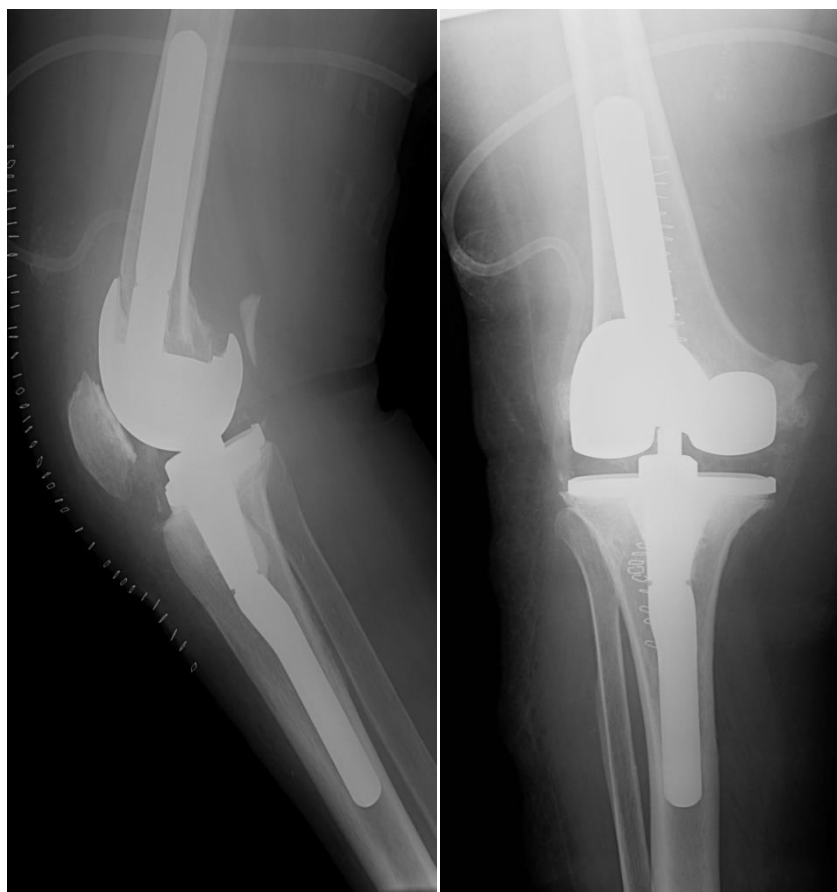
Рентгенологическая картина после 2го этапа пациентки С. Использован варус-вальгус связанный имплант с дополнительной фиксацией интрамедулярными стержнями и с замещением дефектов бедренной кости блоками.
